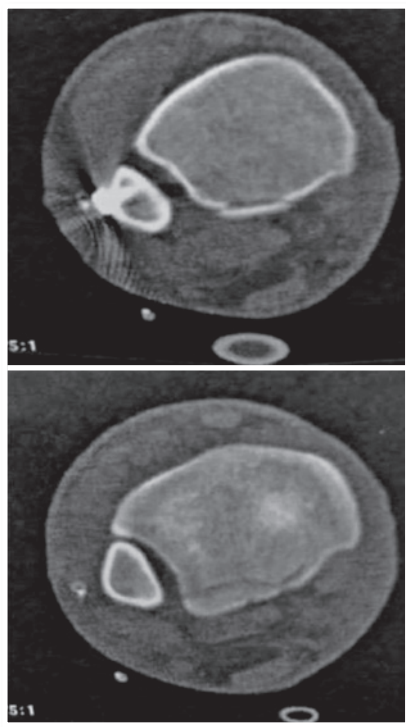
Tomografia pós-operatória
